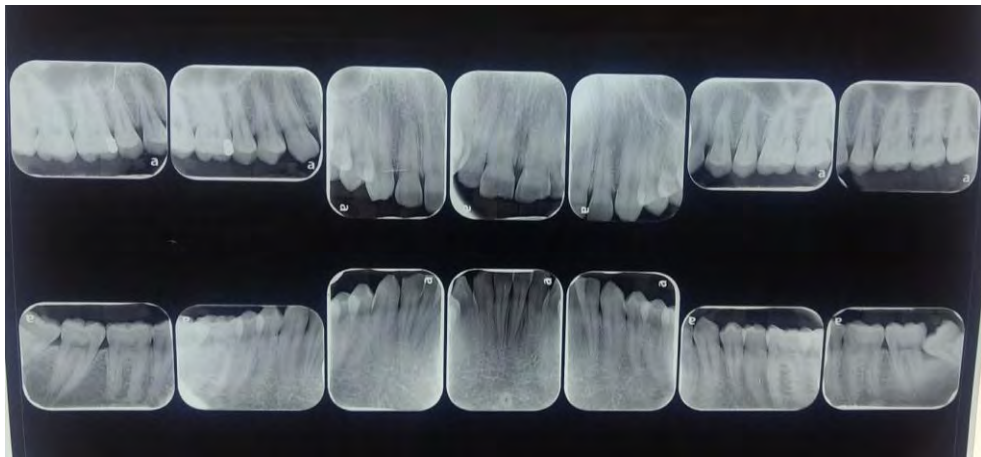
Serie periapical^{fd}
